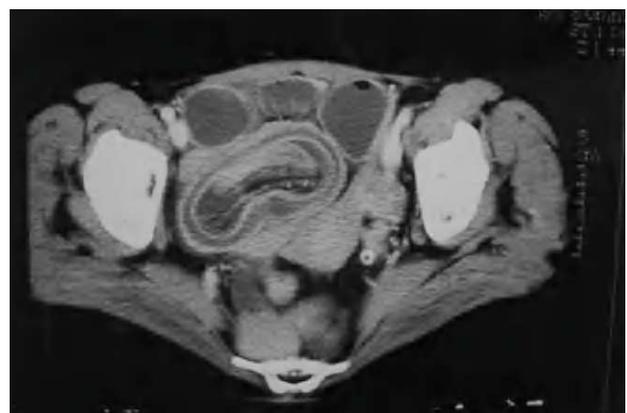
Tomografía computarizada abdominal que muestra una invaginación ileocecal que obstruye el intestino delgado.
